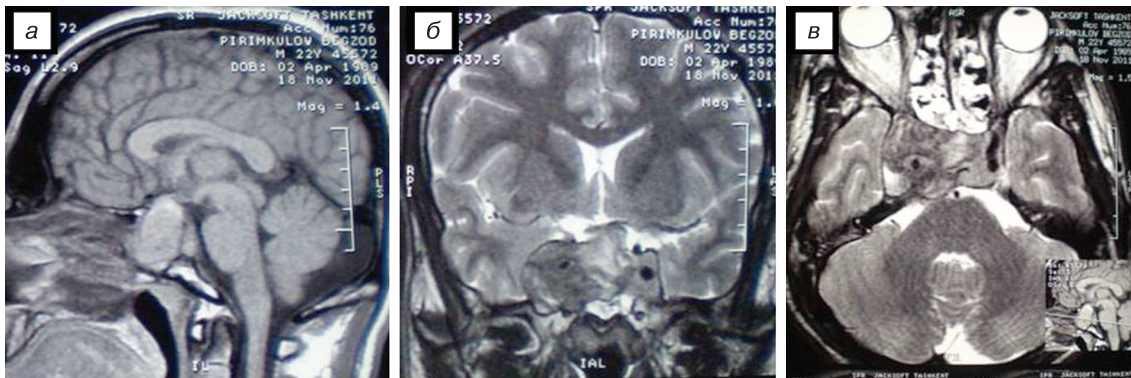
МРТ-картина интратуморального кровоизлияния в АГ. а – гиперинтенсивный сигнал на сагитальном T1-режиме; б, в – гипоинтенсивный сигнал на коронарном и аксиальном T2-режиме.
